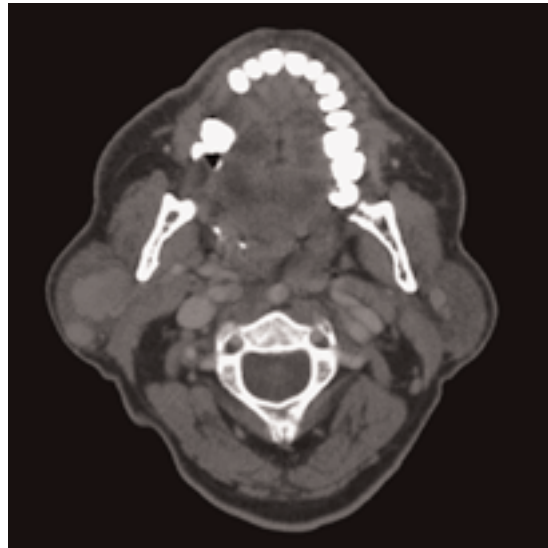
Multicentric Warthin's tumor of right parotid gland (computed tomography scan).
